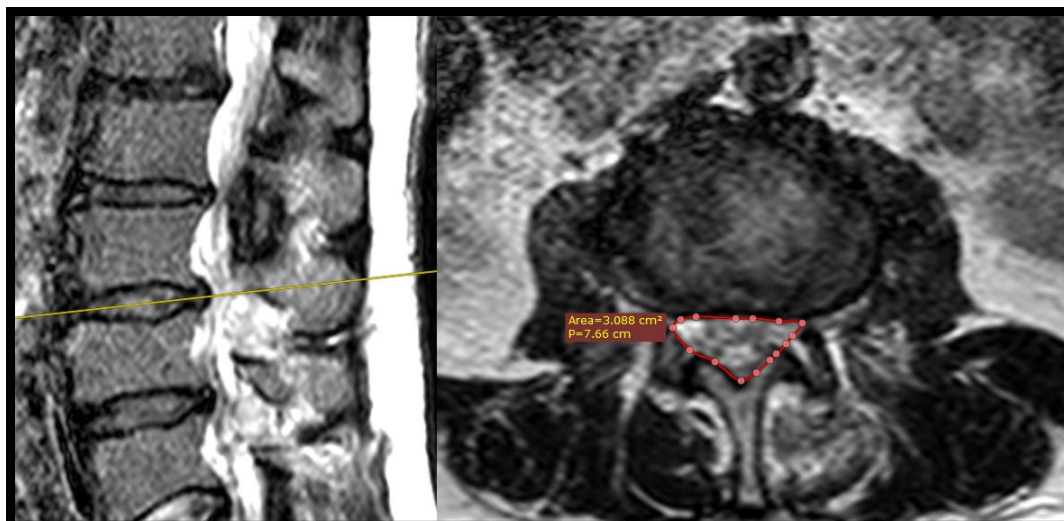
МР-томограма на рівні L3-L4 після операції
